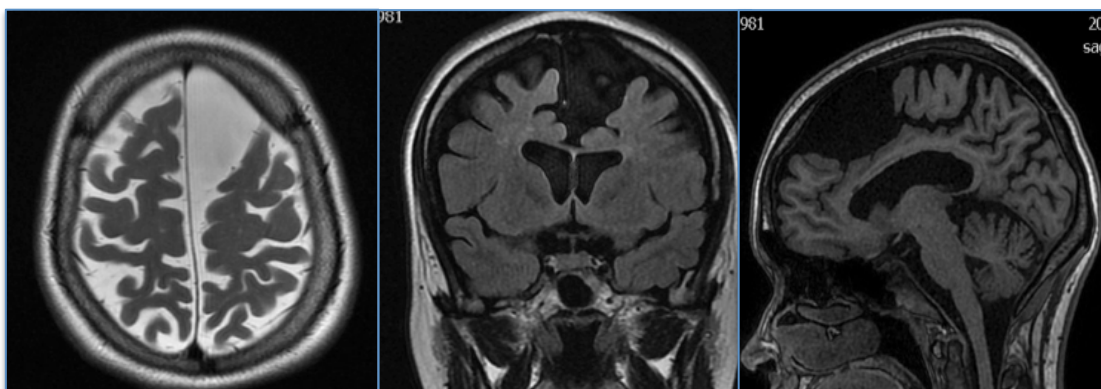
Caso 1.1. La RM muestra un quiste aracnoideo parasagital izquierdo.
